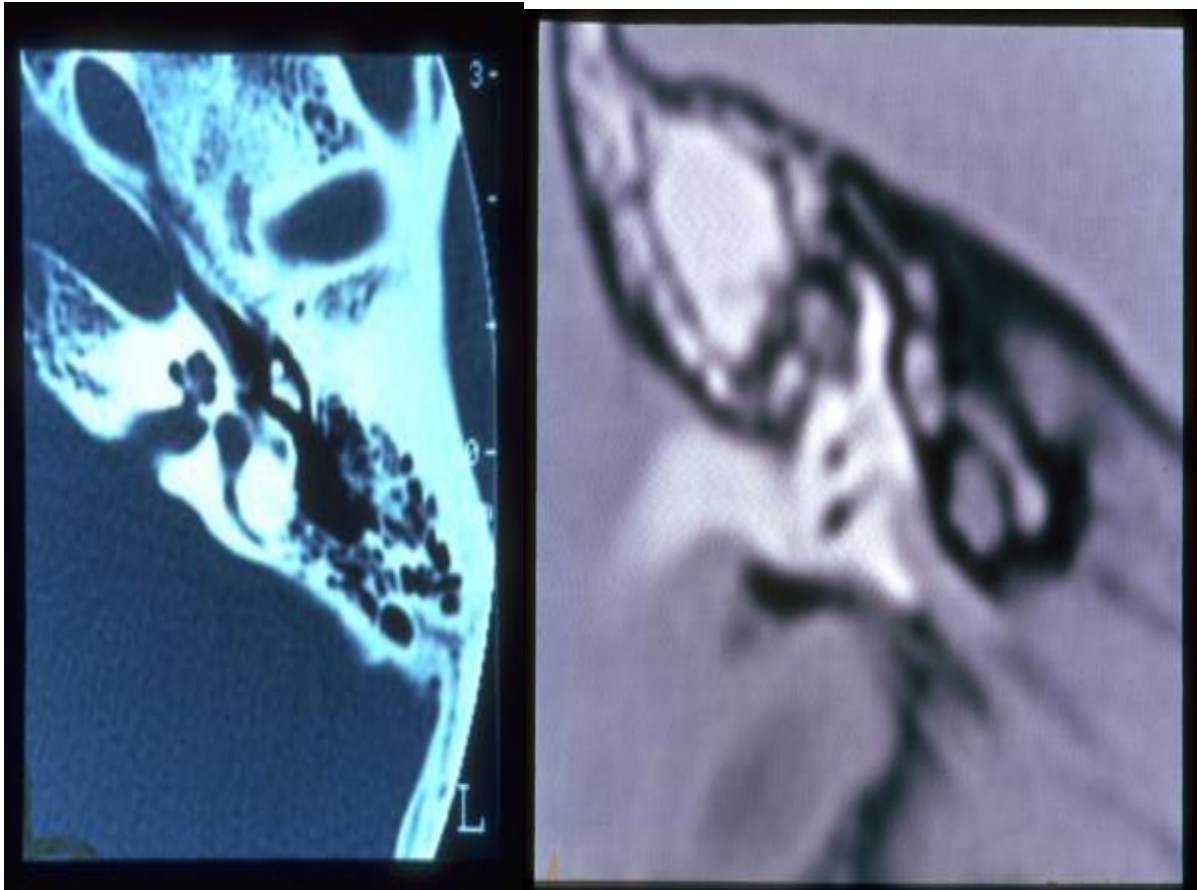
examen TDM de l'oreille(42) Figure 44: examen IRM de l'oreille (42)
